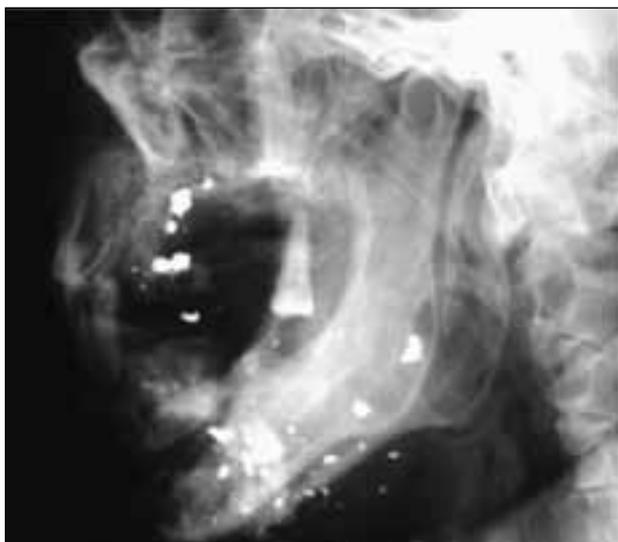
Рентгенограмма дефекта нижней челюсти в боковой проекции
